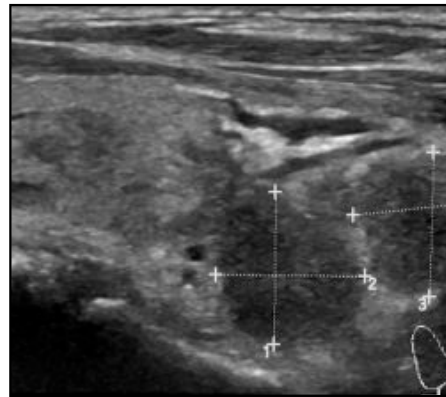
Longitudinal sonogram showing two hypoechoic round-shaped lesions consistent with metastatic lymph nodes, located below and posterior to the thyroid.
